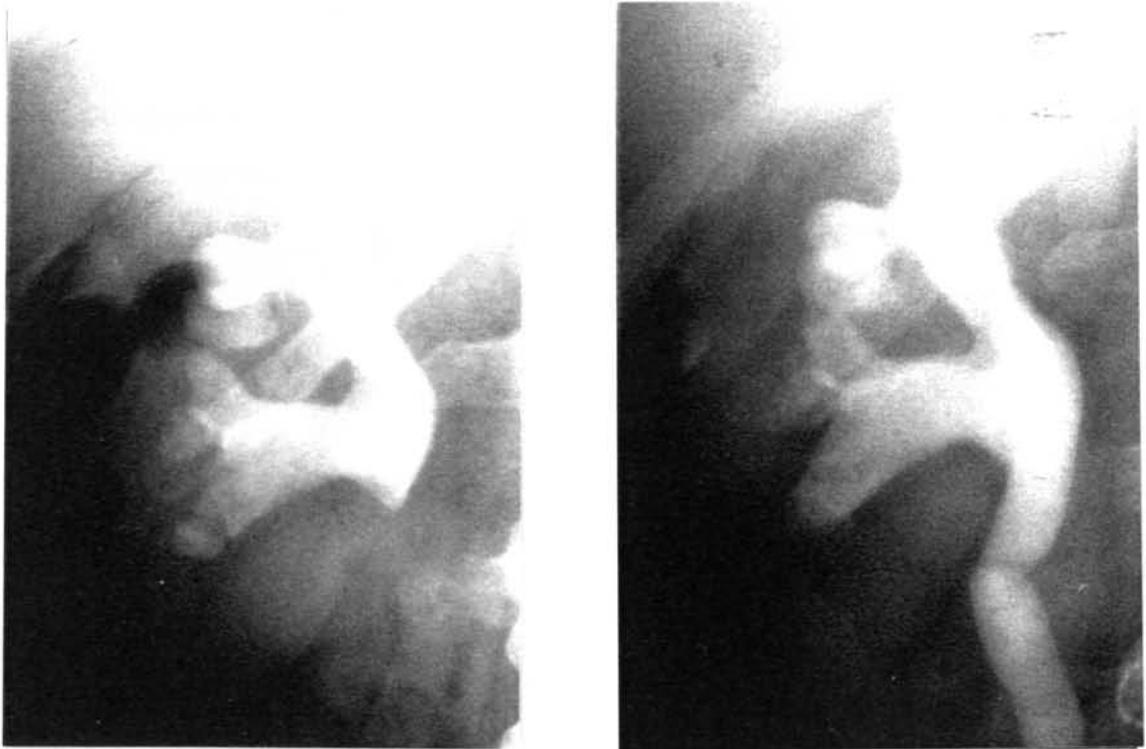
M-3a y b.- Radiografía simple con litiasis coraliforme dcha y urografía intravenosa del mismo caso que muestra ectasia ligera.
